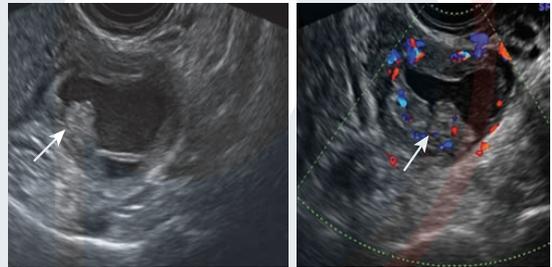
Un endometrioma decidualizado se ve como una masa quística unilocular o multilocular que contiene proyecciones papilares vascularizadas (flechas) "redondeadas", con un contorno liso y contenido quístico en vidrio esmerilado de ecogenicidad de bajo nivel. No se puede confiar en la ecografía Doppler color para diferenciar un endometrioma decidualizado de un tumor maligno, ya que la mayoría de los endometriomas decidualizados muestran un aumento en el flujo sanguíneo dentro de las papilas redondeadas.
